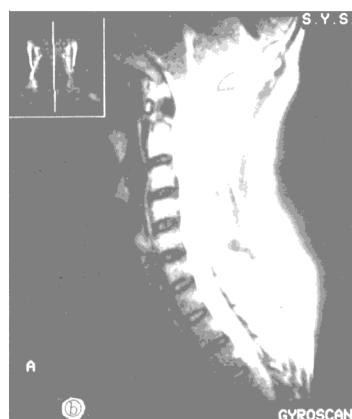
MRI显示颈<sub>3-4</sub>椎间盘突出症(a);术后椎间盘突出消失(b)。
